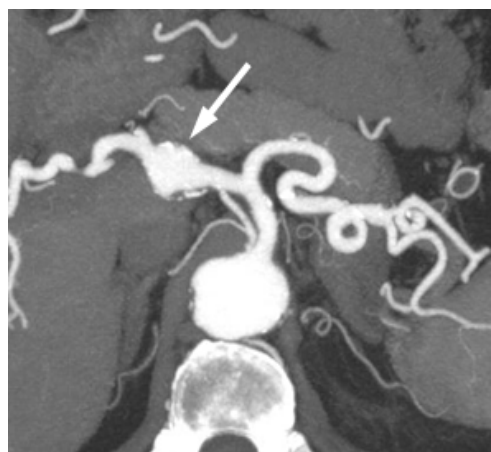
МСКТ. МИП. Аксиальная проекция. Аневризма печеночной артерии.
